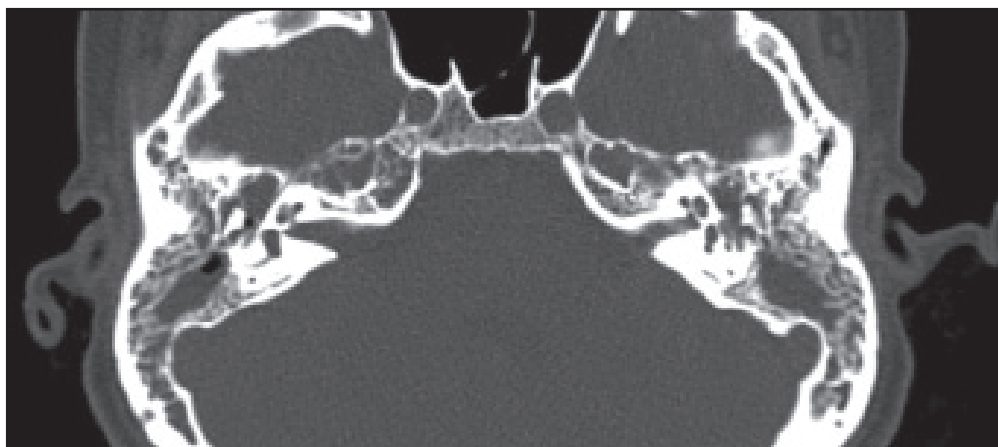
Tomografía computarizada de hueso temporal, corte axial. Se observan cambios inflamatorios otomastoideos bilaterales, sin evidencia de erosión ósea ni extensión a partes blandas.
